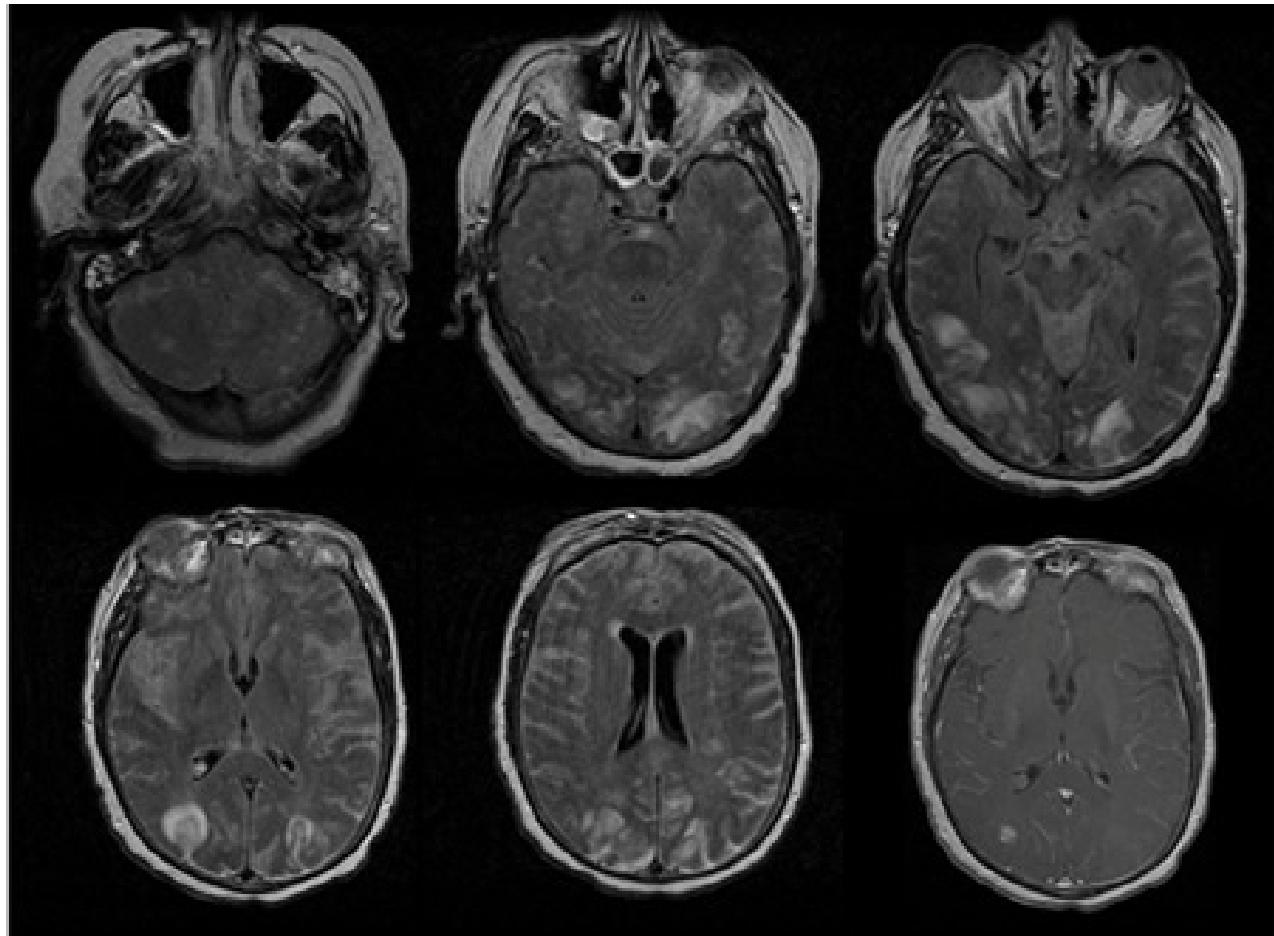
As primeiras 5 imagens são imagens FLAIR (recuperação da inversão atenuada por fluidos) de paciente com meningoencefalite por vírus da varicela-zóster exibindo hiperintensidades de substância cinzenta e branca. A última imagem é a imagem T1 com contraste exibindo captação difusa no parênquima e na leptomeninge
